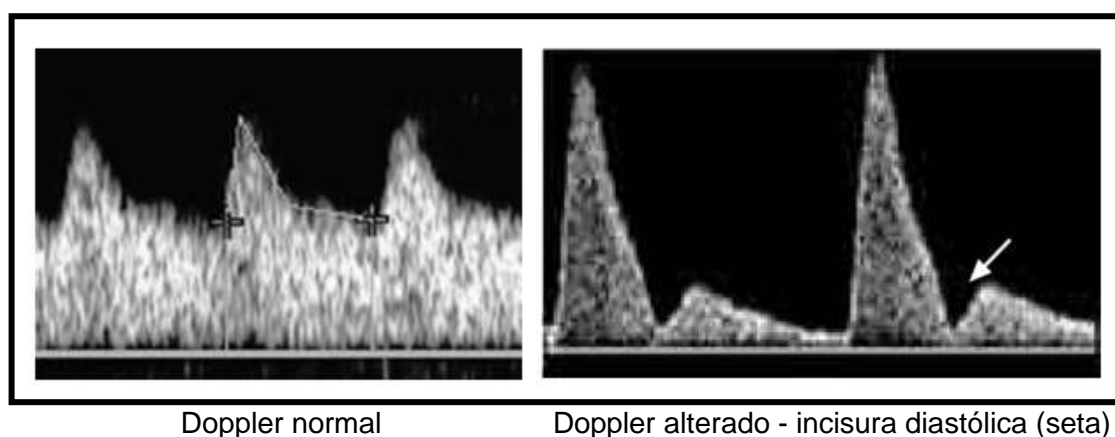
Doppler de artéria uterina mostrando baixa resistência no fluxo diastólico e ausência de incisura, características de condições fisiológicas.
